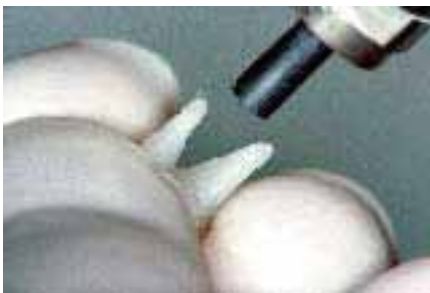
サンドブラスト処理後、超音波洗浄、乾燥。
